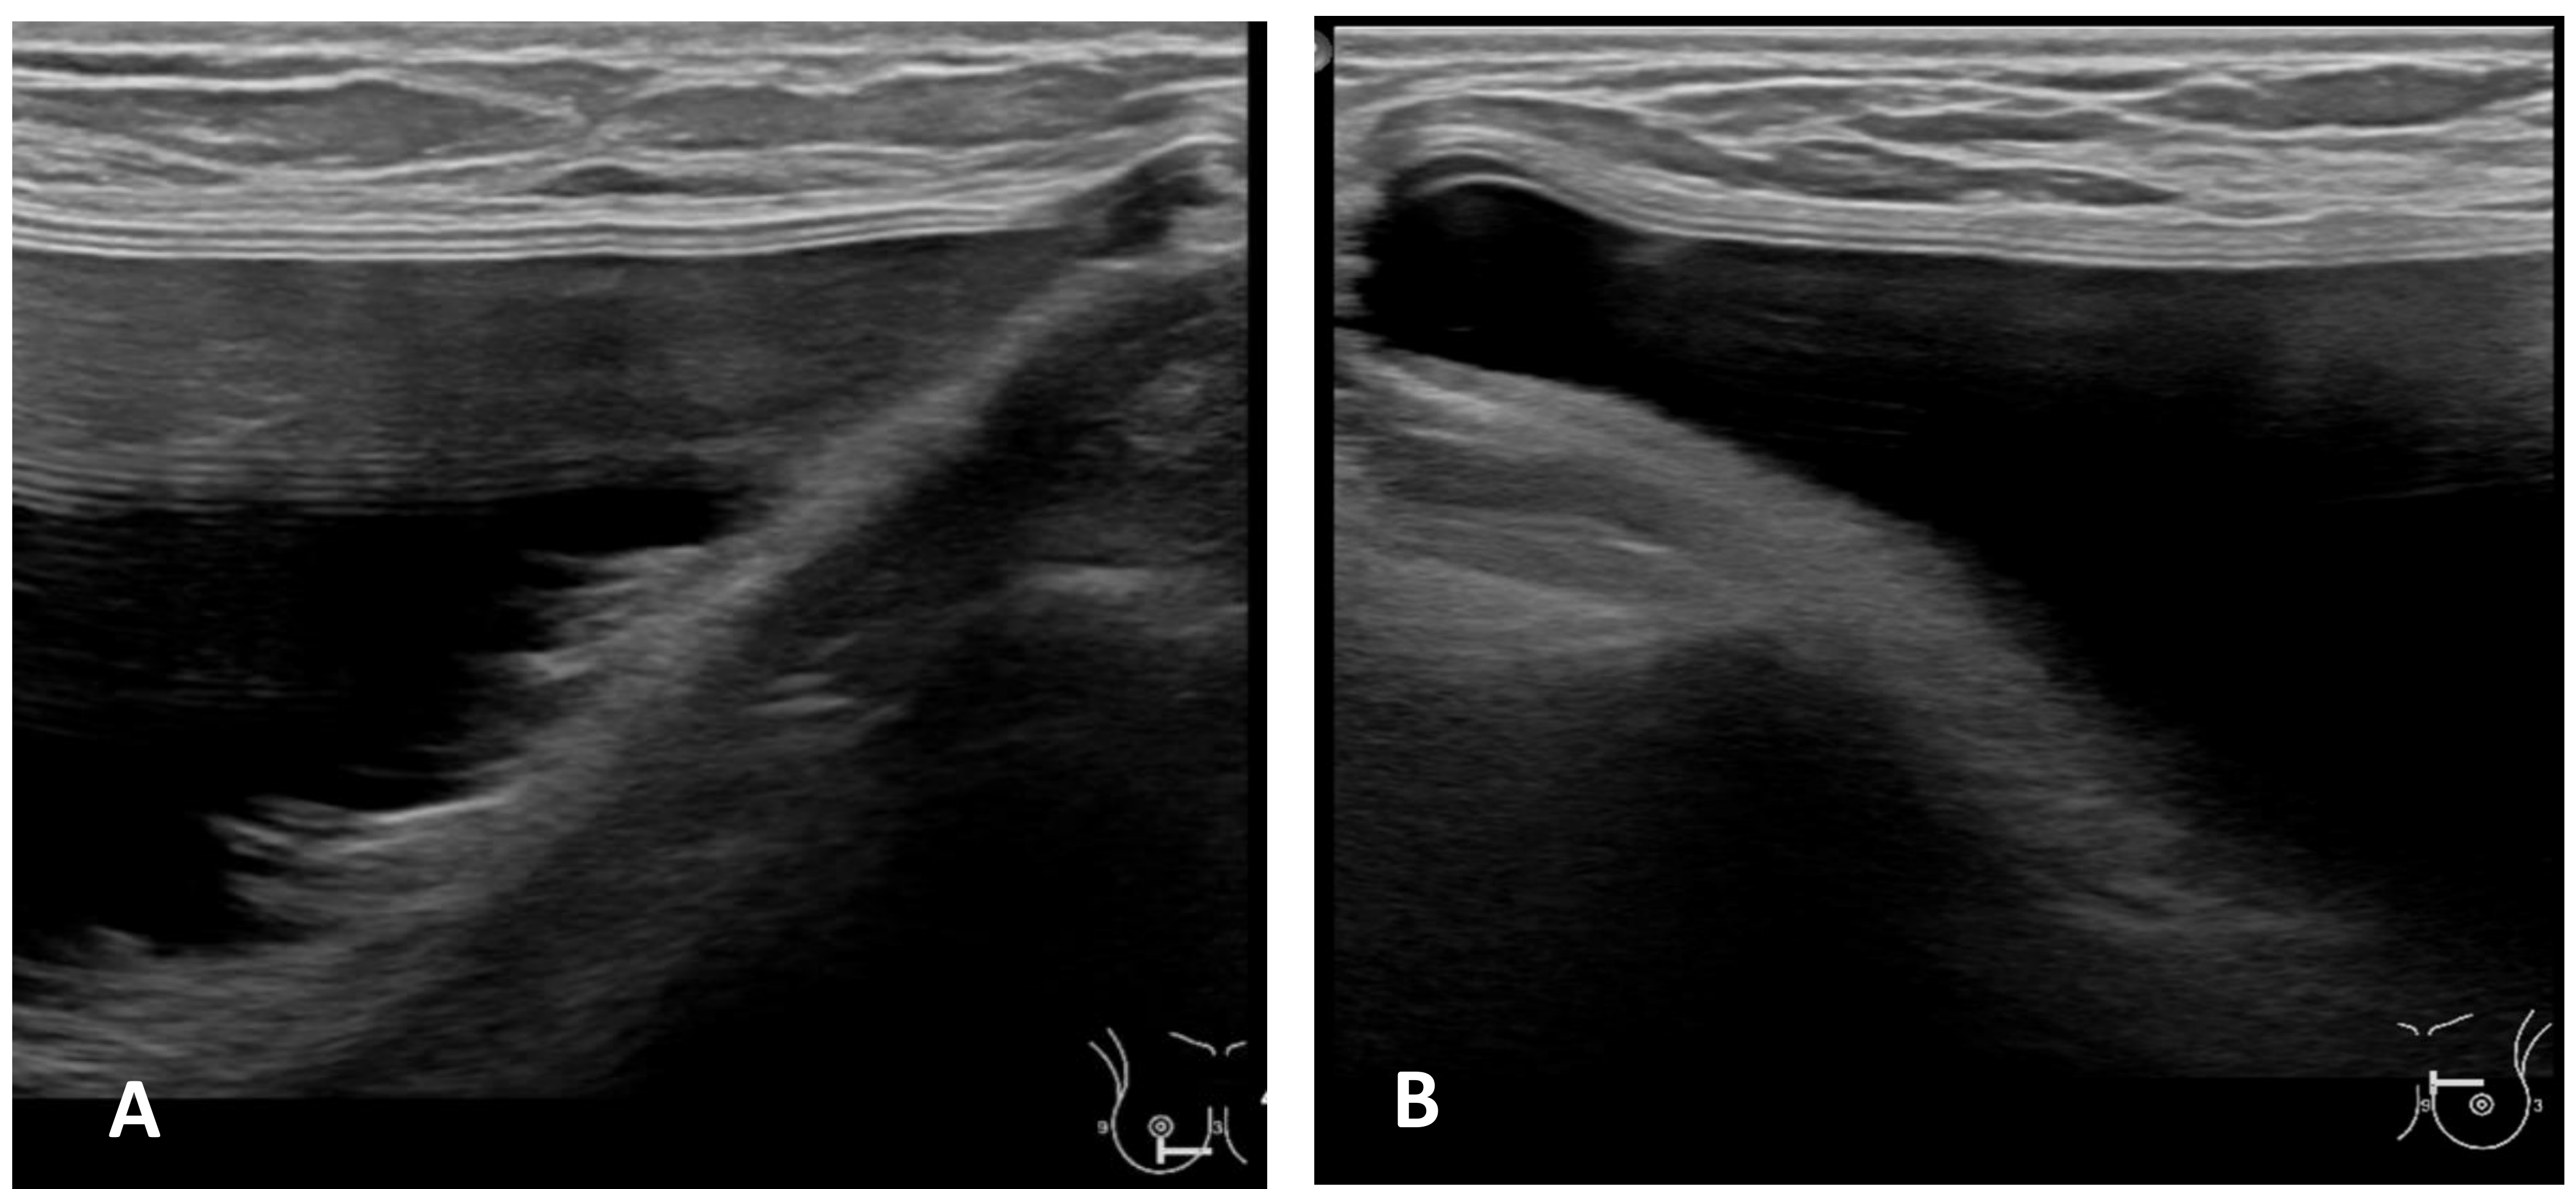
Ecografía de paciente con prótesis mamarias. A) Prótesis derecha con aumento de la ecogenicidad de la silicona de forma heterogénea, hallazgo sugestivo de rotura intracapsular. B) Prótesis izquierda con silicona de ecoestructura anecoica, sin signos de rotura.
